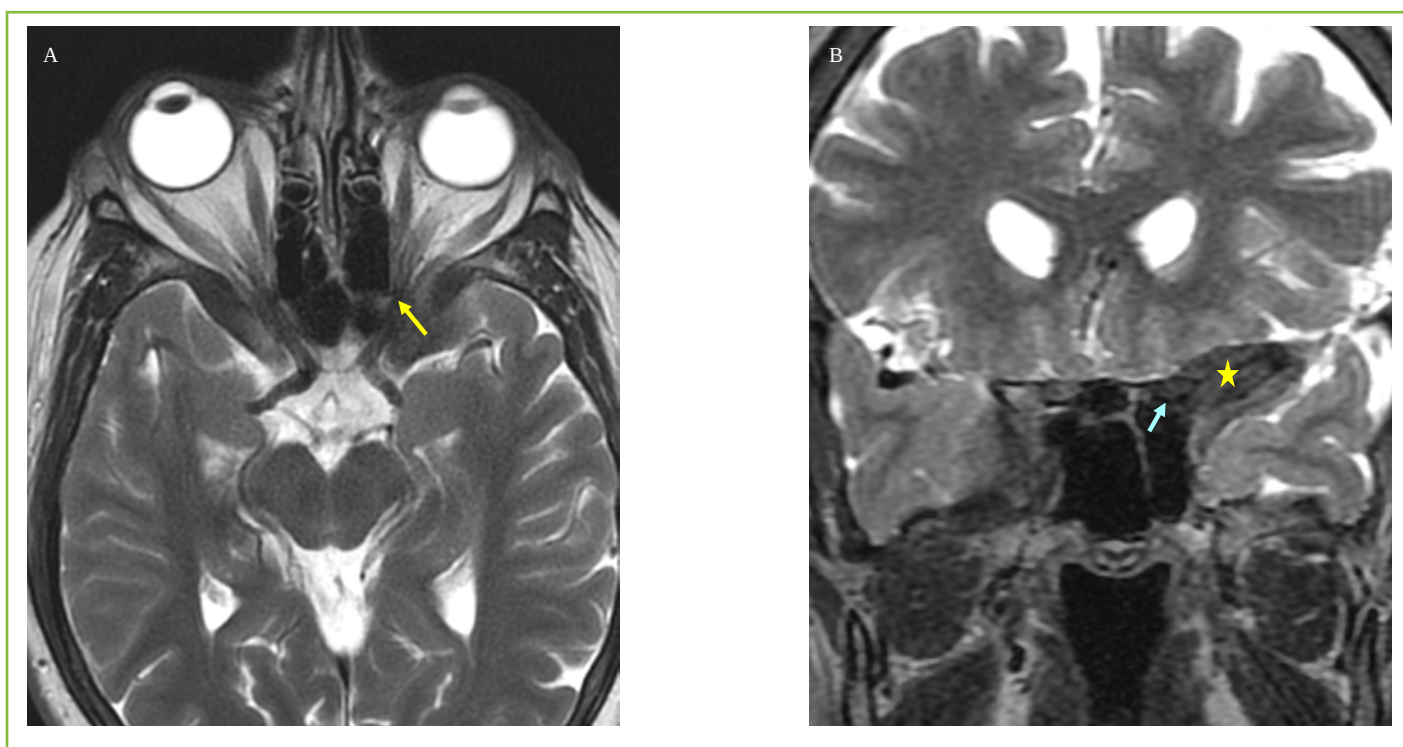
Resonancia magnética orbitaria. A. Corte axial en secuencia T2. Se visualiza el estrechamiento del canal óptico izquierdo (flecha amarilla). B. Corte coronal en secuencia T2 con gadolinio. Se aprecia una lesión de esfenoides con captación heterogénea de contraste (estrella amarilla) y estrechamiento del canal óptico izquierdo (flecha azul).
